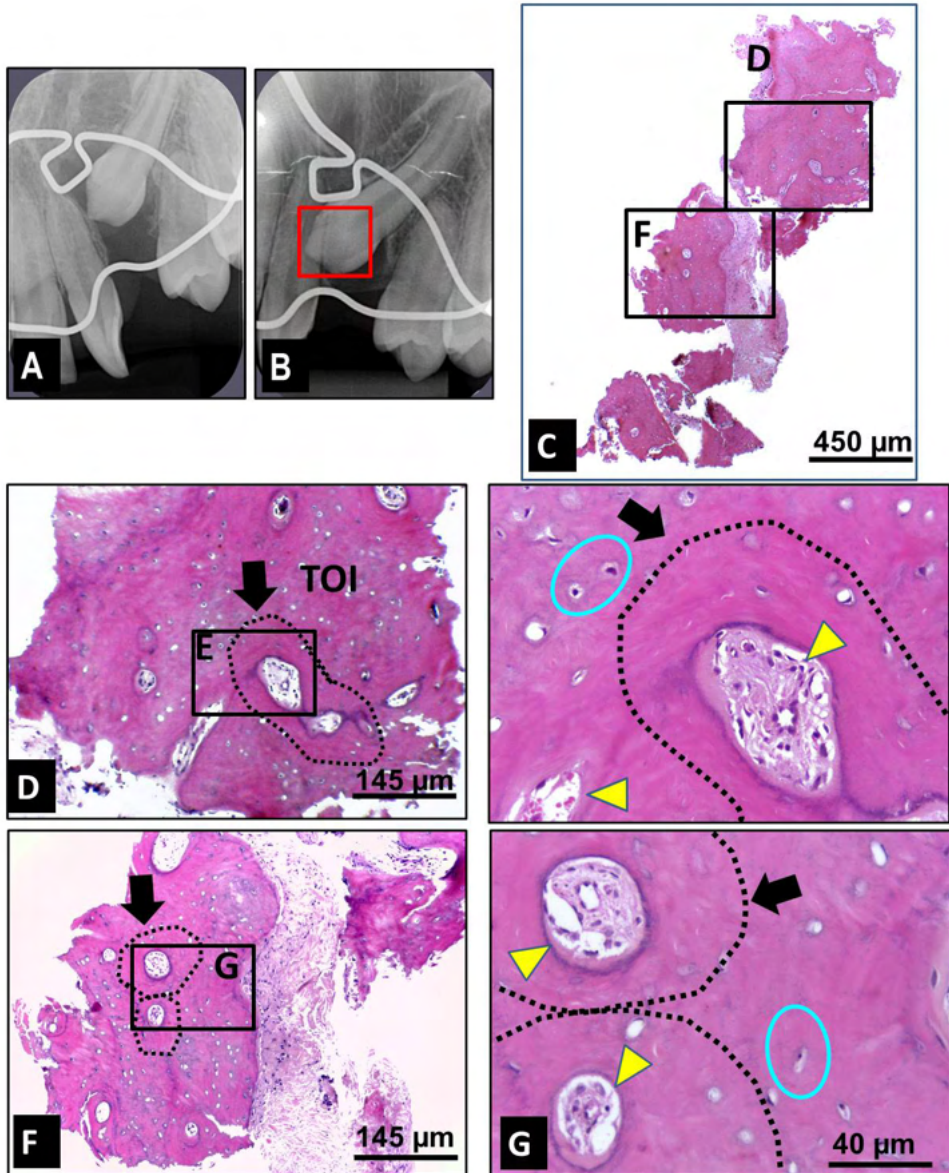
Paciente do gênero masculino com fissura labiopalatina completa lado esquerdo que recebeu EOA com rhBMP-2 aos 13,2 anos de idade: A-B Radiografias periapicais obtidas no dia do EOA (A) e 16 meses após o enxerto (B) mostrando a retenção do canino permanente e a área de remoção da biópsia (área contornada em vermelho). Imagens histológicas do tecido ósseo corado pela HE: C) Aspecto panorâmico do bloco ósseo fragmentado da biópsia (@ 1 x 3 mm²) composto por tecido ósseo e tecido conjuntivo. Objetiva de 4X. D-G) Detalhes da biópsia composta por tecido ósseo mais compacto de arranjo lamelar (seta preta) circunscrito ao redor dos canais nutritivos (cabeça de seta amarela) contendo poucas osteócitos (área circundada em azul) e os espaços entre os arranjos lamelares preenchidos por tecido ósseo mais imaturo/interlamelar (TOI)). Objetivas de 10X e 40X.
